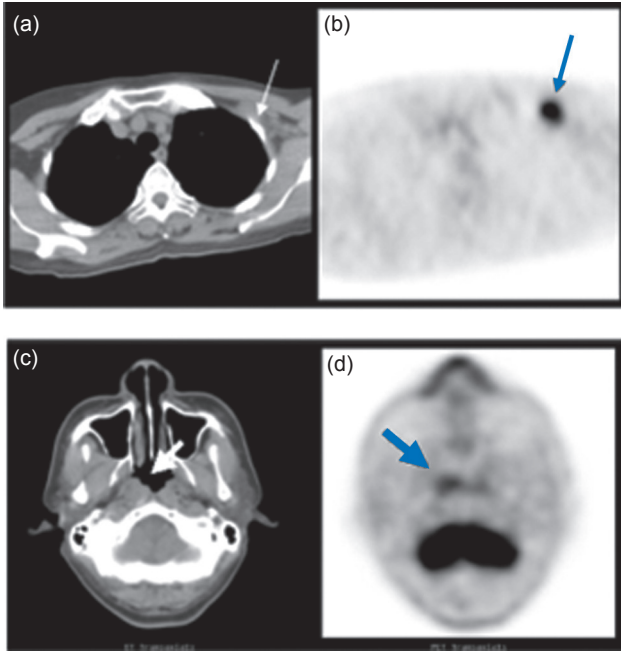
結合 PET 與 CT 的同步 PET/CT 影像能更清楚地看到病灶的解剖位置。(a) 及 (c) 是 CT 影像，(b) 及 (d) 是其相同位置的 PET 影像，可以清楚地看到解剖位置。
